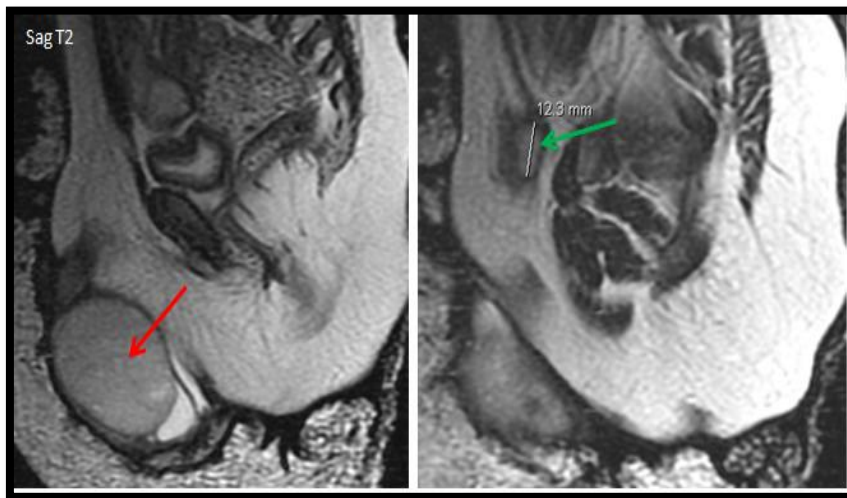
IRM en séquence sagittale T2: masse hétérogène intra scrotale gauche, se présentant en hypersignal hétérogène T2, mesurant 39x32x40mm (flèche rouge). Testicule droit est situé dans la région inguinale droite et mesurant 14 x 10 x 12mm (flèche verte).
